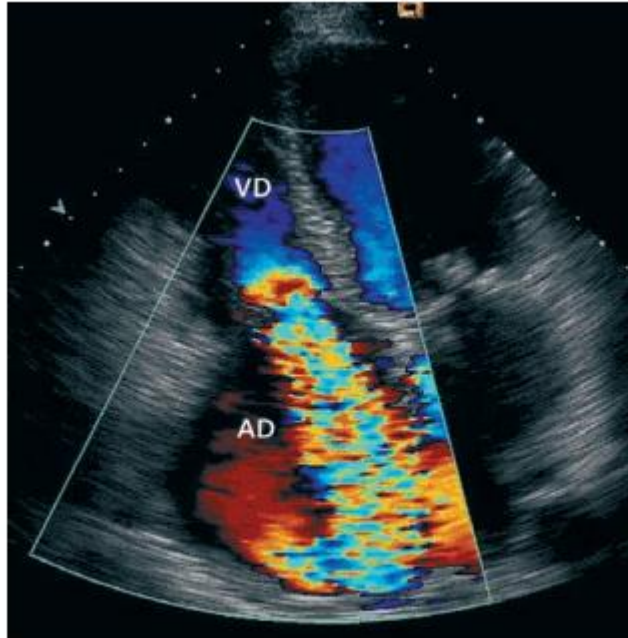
Plano apical de cuatro cámaras en el que se muestra una insuficiencia tricúspide de grado severo que rellena la aurícula derecha. El chorro está bien definido por el Doppler color. AD: aurícula derecha; VD: ventrículo derecho.
